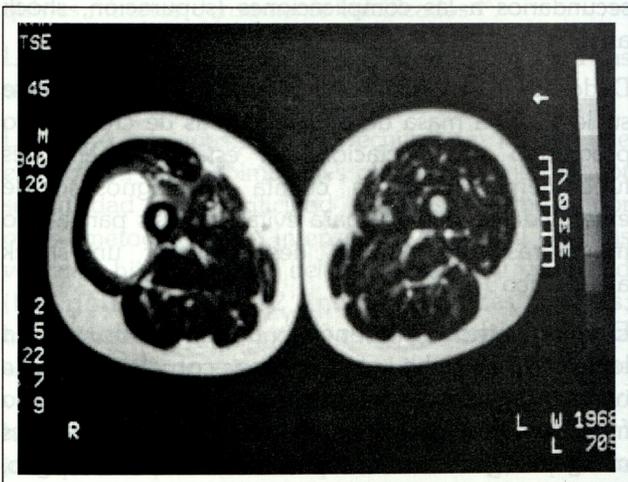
Imagen de resonancia en T2.
